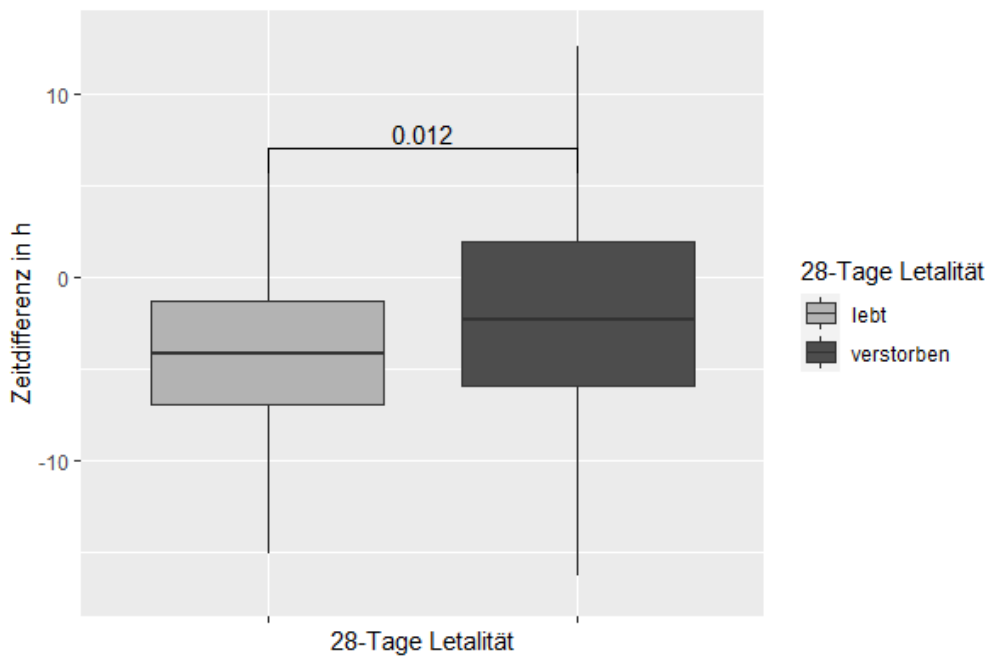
Zeitspanne Sepsiszeitpunkt bis CT-Durchführung in Bezug auf die 28-Tage Letalität; negative Werte zeigen an, dass die CT vor dem Sepsiszeitpunkt durchgeführt wurde
